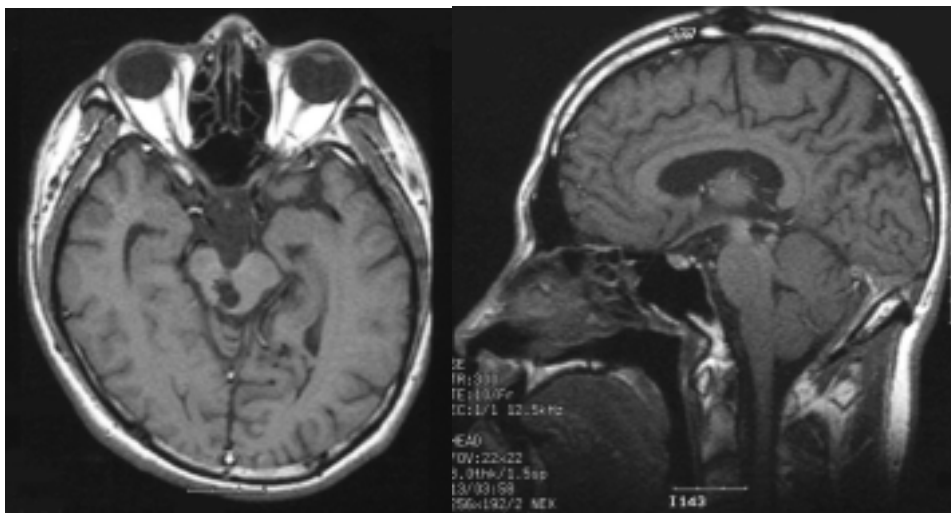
Post-operative axial (*left*) and sagittal view (*right*) of T1 weighted MRI demonstrated complete removal of the midbrain cavernous malformation.
